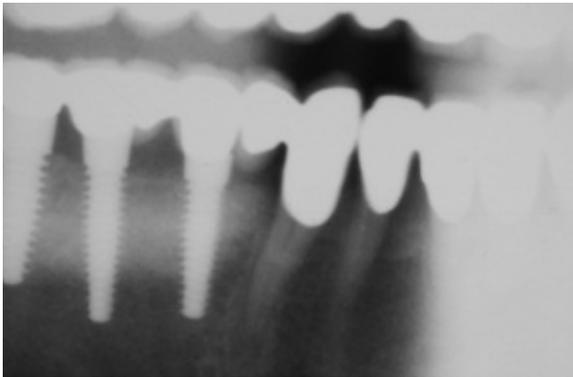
Controllo radiografico subito dopo il posizionamento degli impianti nel III quadrante
